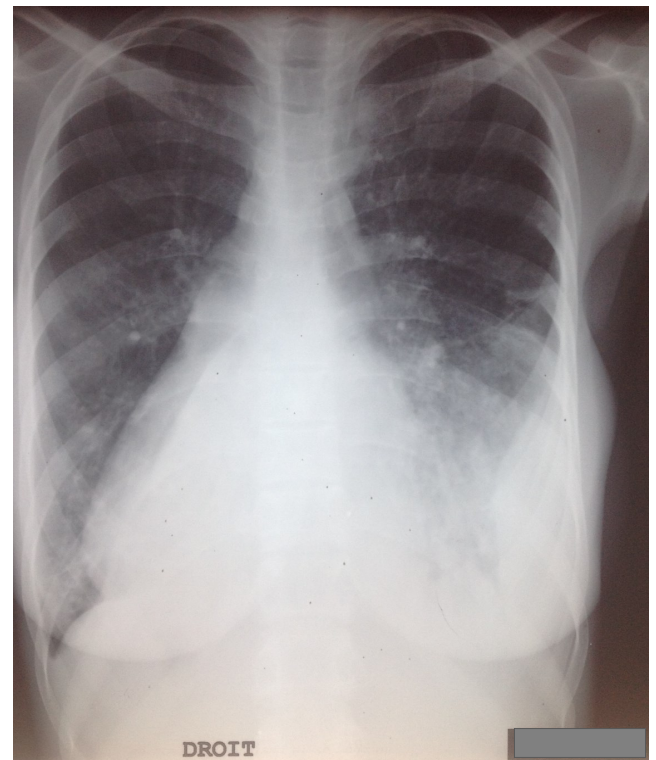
Radiographie thoracique de face: dextrocardie; cardiomégalie (RCT=58%); opacités alvéolo-interstitielles bilatérales; épanchement pleural liquidien gauche.
